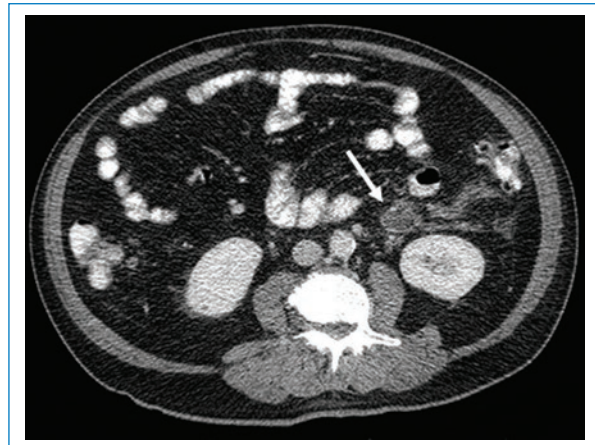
Cortes axiales de TC de abdomen contrastada. Se observa un defecto de llenado que condiciona un aumento de calibre en la confluencia entre la vena cólica izquierda y la vena mesentérica inferior (flecha), con discreta estriación de la grasa mesentérica adyacente, hallazgos en relación con trombosis y cambios inflamatorios.
